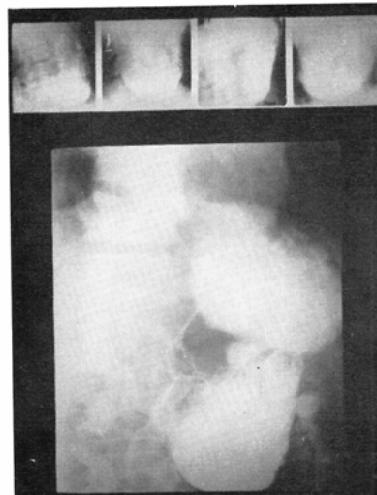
Case 18. dilatation of stomach (over. miniature, under. routine X-ray)
